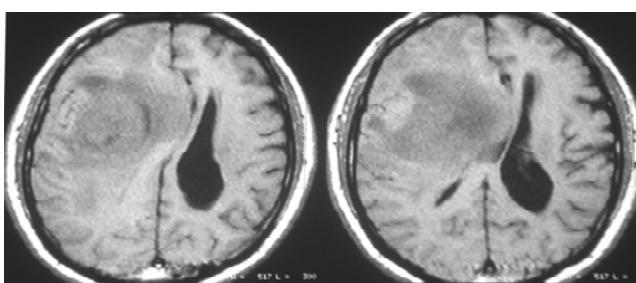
Hernia subfacial en TC.
